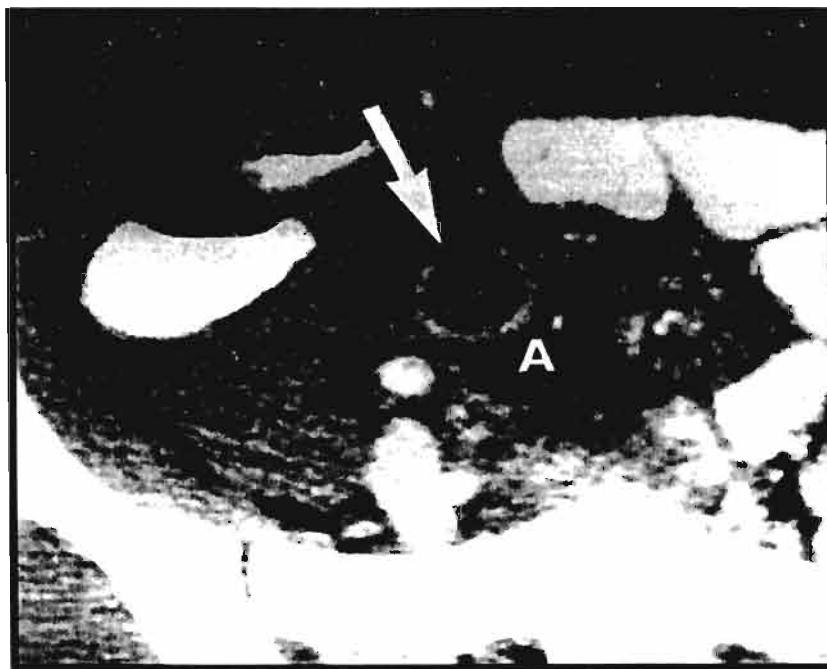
Imagen transversal de tomografía de abdomen, en la cual se aprecia el apéndice dilatado mayor de 8 mm. (Imagen obtenida de CT OF APENDICITIS IN CHILDREN.. RADIOLOGY)
